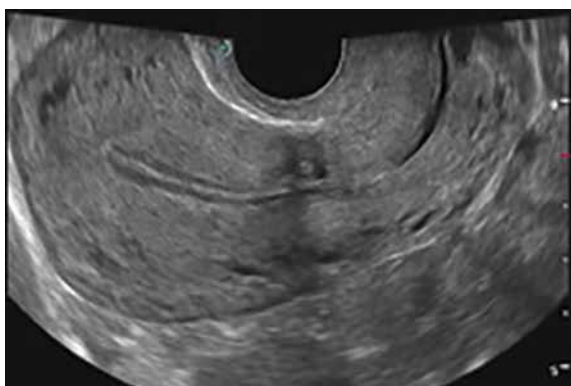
Ultrassonografia 2D, aquisição sagital pela via endovaginal evidenciando imagem do útero com endométrio periovulatório.
